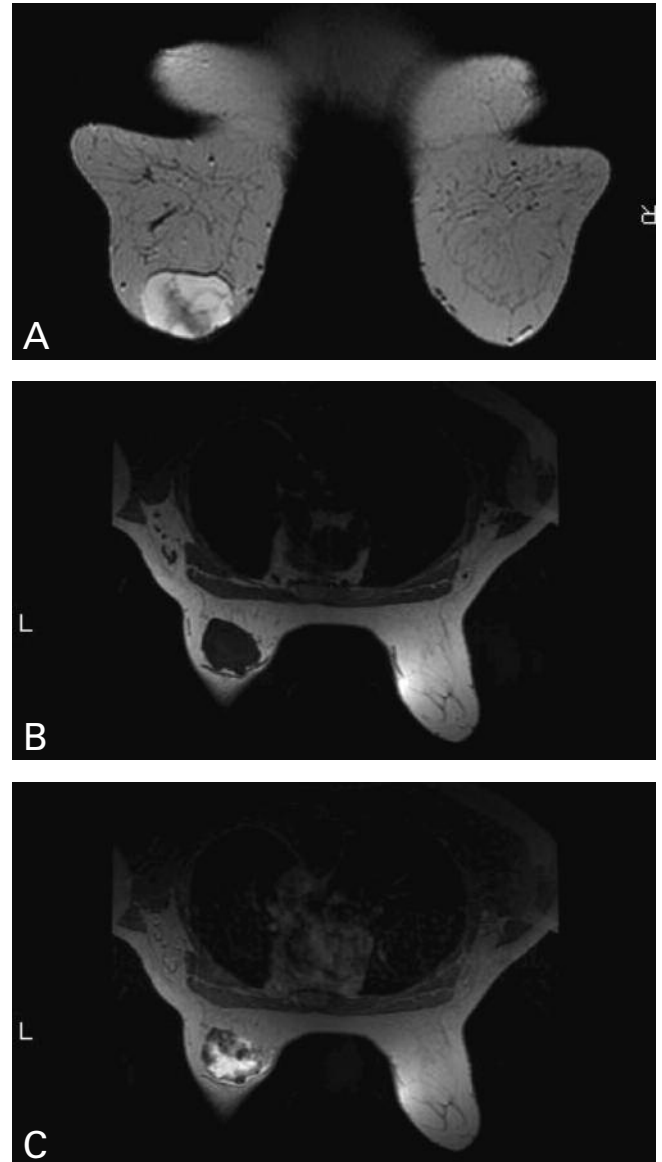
Breast MRI A. Axial T2-weighted image, B. Axial T1-weighted image, C. Axial T1-weighted images after gadolinium, showing a heterogeneous enhancing mass.
